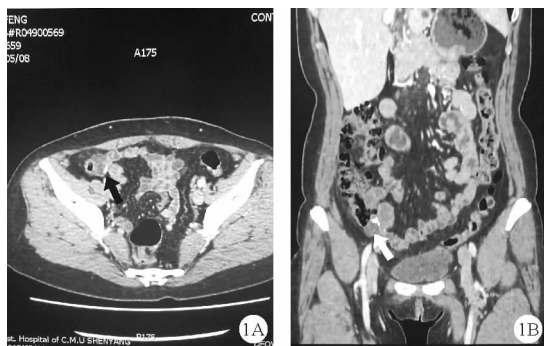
患者全腹增强CT检查结果:回盲部示低密度及点状钙化(A:回盲部轴位;B:回盲部冠状位,如箭头所示)
